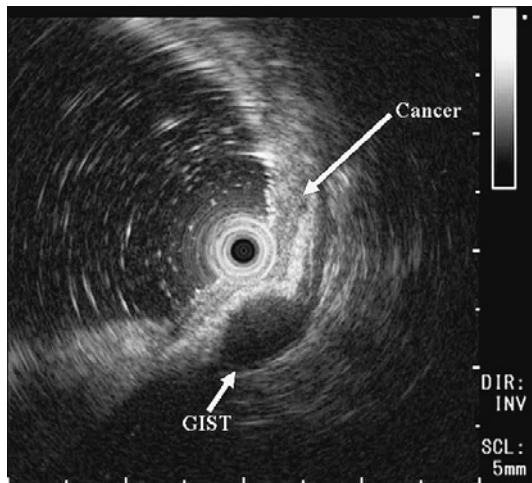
超音波内視鏡検査所見：第4層に由来する内部均一な low echoic mass を認めた。癌部分は第3層が均一に保たれており、明らかな SM 深部浸潤を疑う所見を認めなかった。
